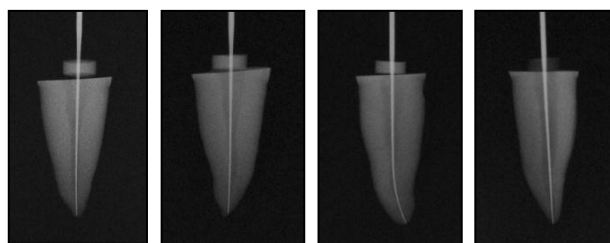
a 15. ETAPA 2.3 Radiografías con lima k#15 de raíces 1, 7, 15 y 24 respectivamente
